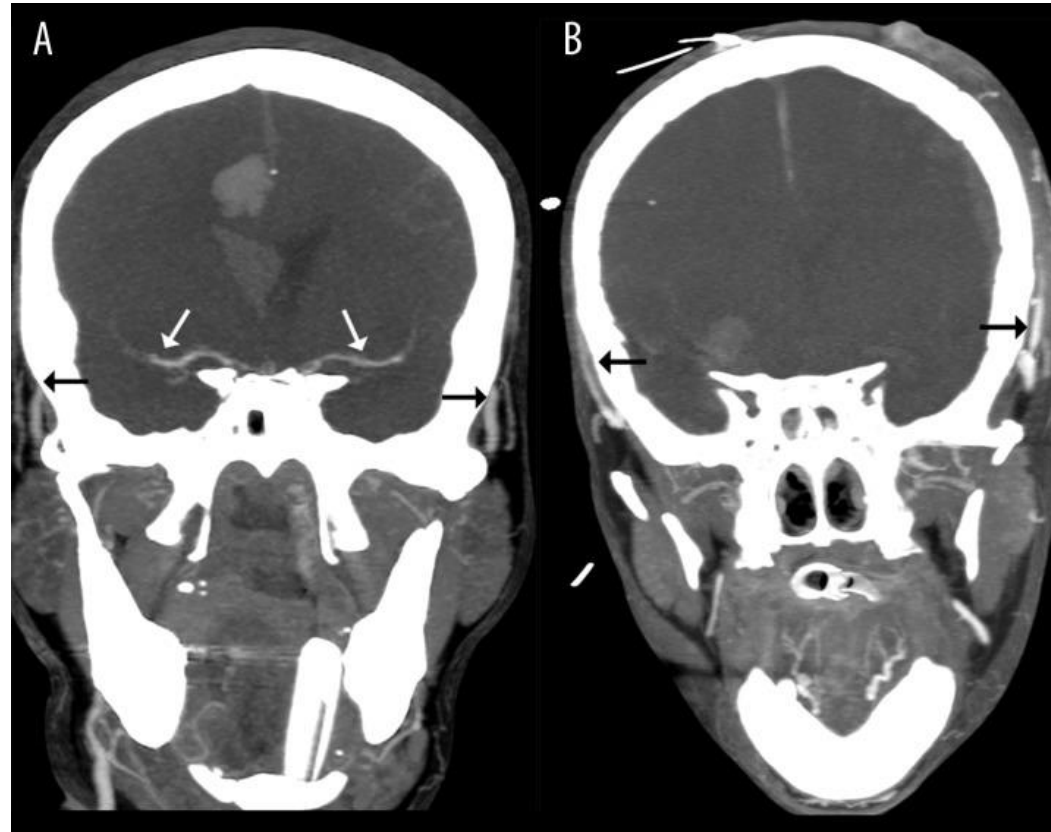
Imagerie cérébrale via CTA [2]
